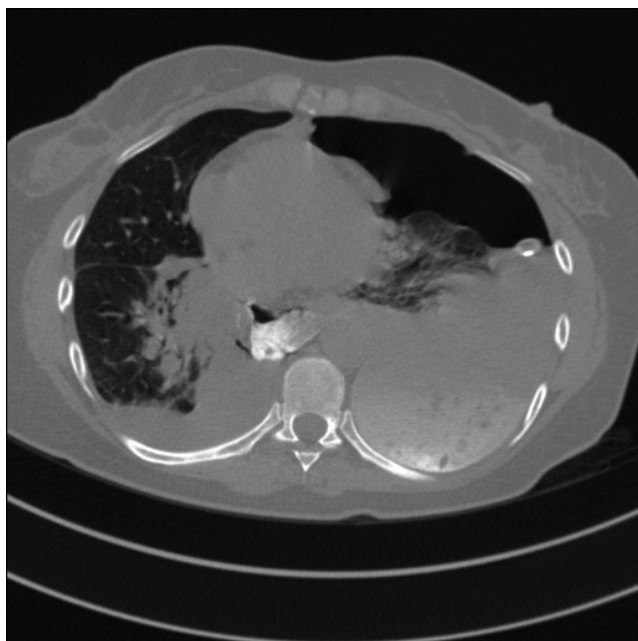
КТ-картина двухсторонней эмпиемы плевры. Попадание контраста в левую плевральную полость
